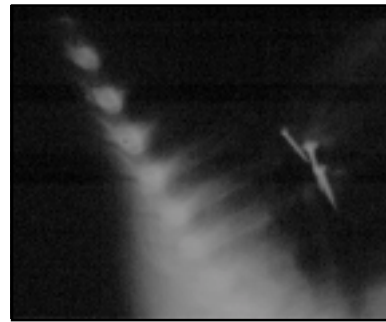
Caso clínico 2. Radiografía de tórax lateral.
